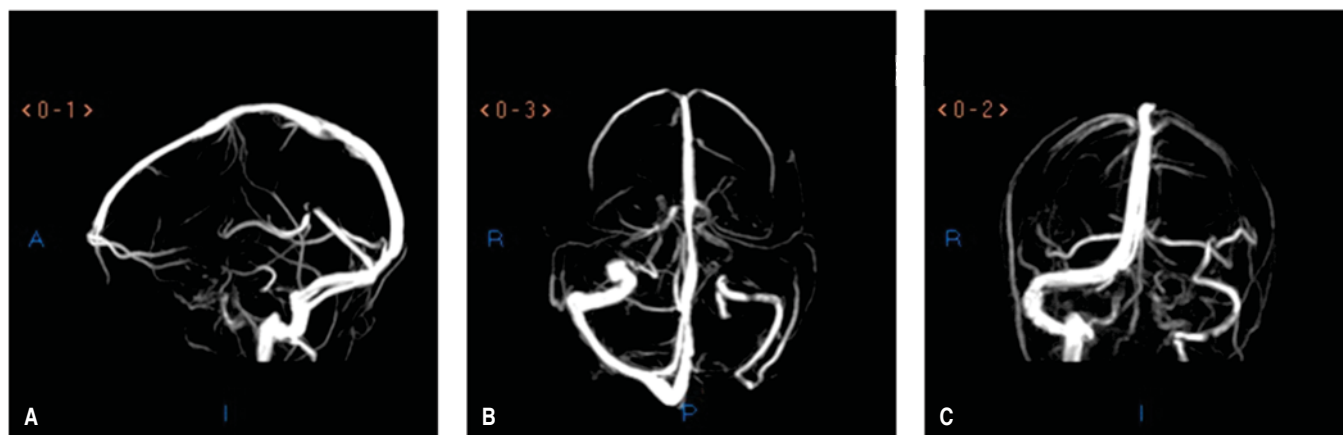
Angiorresonancia magnética de cráneo, vista sagital (A), axial (B) y coronal (C). Fase venosa. Sin alteraciones.
